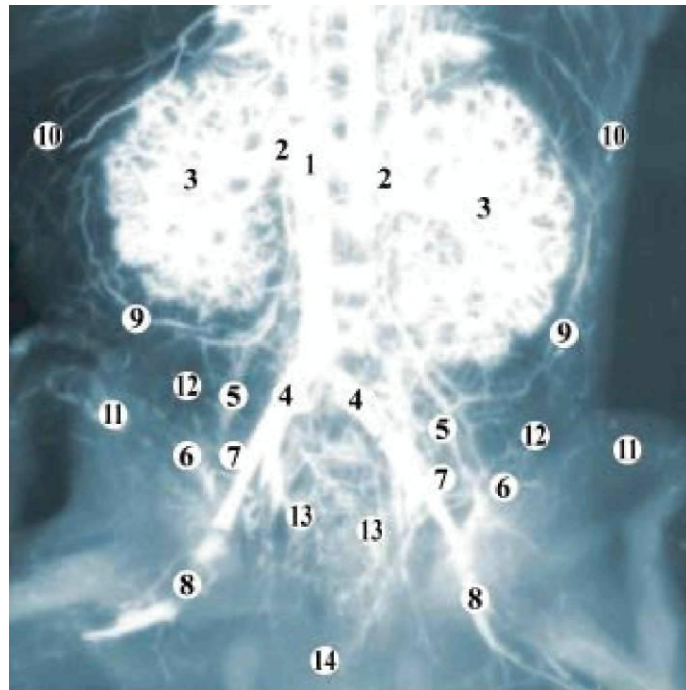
Рентгеновазограма заочеревинного простору і таза плода людини 300,0 мм ТЦЦ. Венозні судини заповнені сумішшю на основі свинцевого сурику. 36. х2,6:
